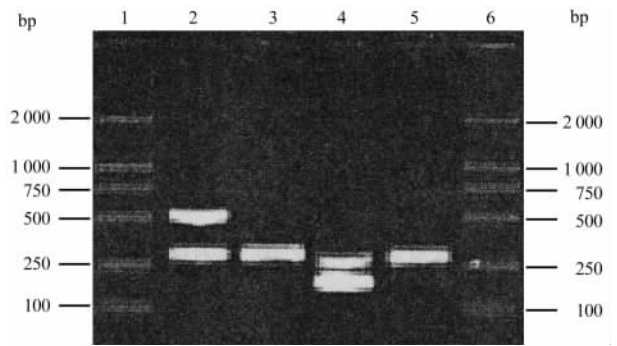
pIRES-PSMA-mGM-CSF 转染后 HeLa 细胞 RT-PCR 检测
